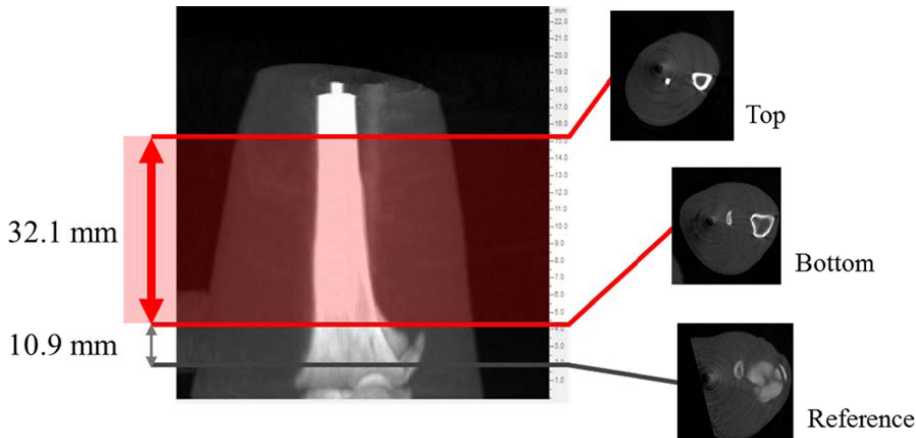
Micro-CT를 이용한 하퇴 근육 부피 측정 범위.
